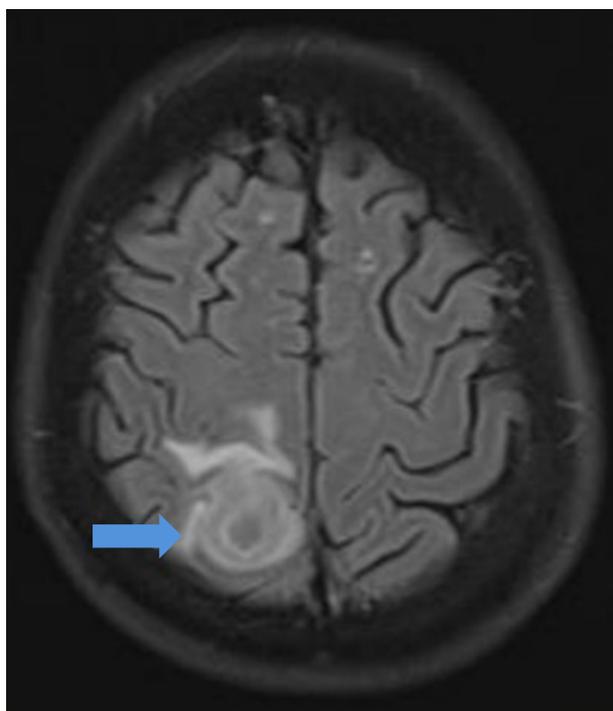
RMN cerebral en secuencia T2 control en corte axial a los 53 días. Se observa disminución en volumen respecto a días previos.
